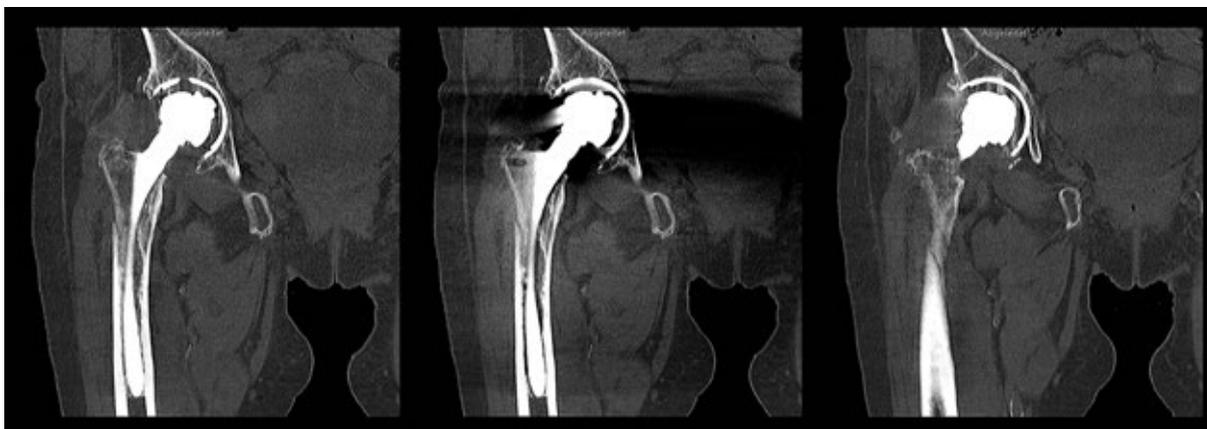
Darstellung der Qualitätsverbesserung und Reduzierung der Artefakte durch SEMAR bei einer Patientin mit beidseitiger Hüft-TEP und periprothetischer Fraktur rechts, koronare Reformatierung mit und ohne SEMAR-Funktionalität und Darstellung der Frakturlinie. Aktuell Verdacht auf eine periprothetische Fraktur rechtsseitig nach erneutem Sturz: konventionelles Röntgen ohne diesbezügliche sichere Aussage; kein Frakturachweis, CT mit SEMAR-Technik: Darstellung einer Schrägfraktur periprothetisch am proximalen Femur rechts, deutliche Artefaktreduktion gegenüber der Scanteknik ohne SEMAR beim bisherigen Gerät, zumal wie in diesem Fall auch noch kontralateral eine artefakt hervorrufoende Prothese vorliegt. Links unten: ohne SEMAR, Mitte: mit SEMAR
